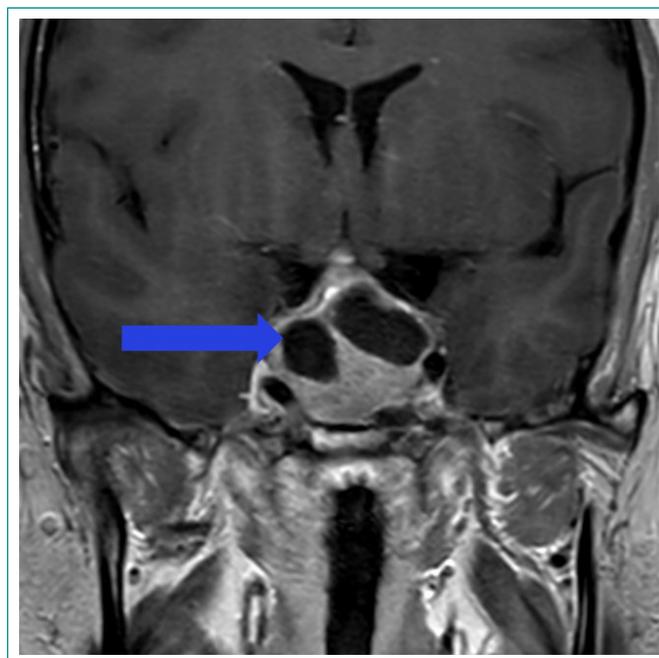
RMN cerebral. Corte sagital con macroadenoma hipofisario. Desplaza el tejido hipofisario remanente y presenta extensión supraselar.
